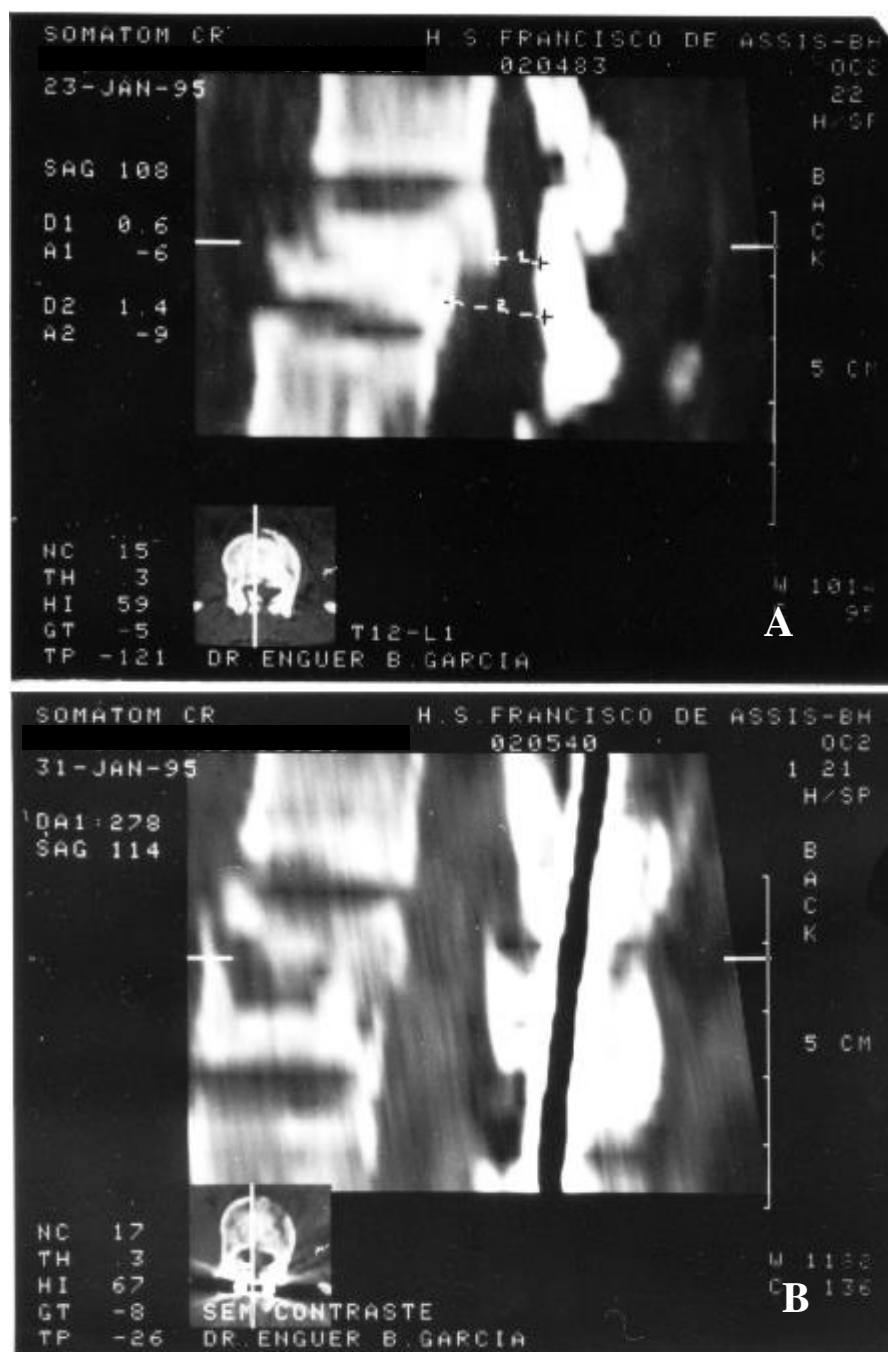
Tomografia computadorizada mostrando fratura tipo explosão em L₁ com retropulsão de fragmento ósseo (A). Após instrumentação pela técnica de Harrington, observa-se a correção da estenose do canal espinal pelo efeito ligamentotaxia (B)
